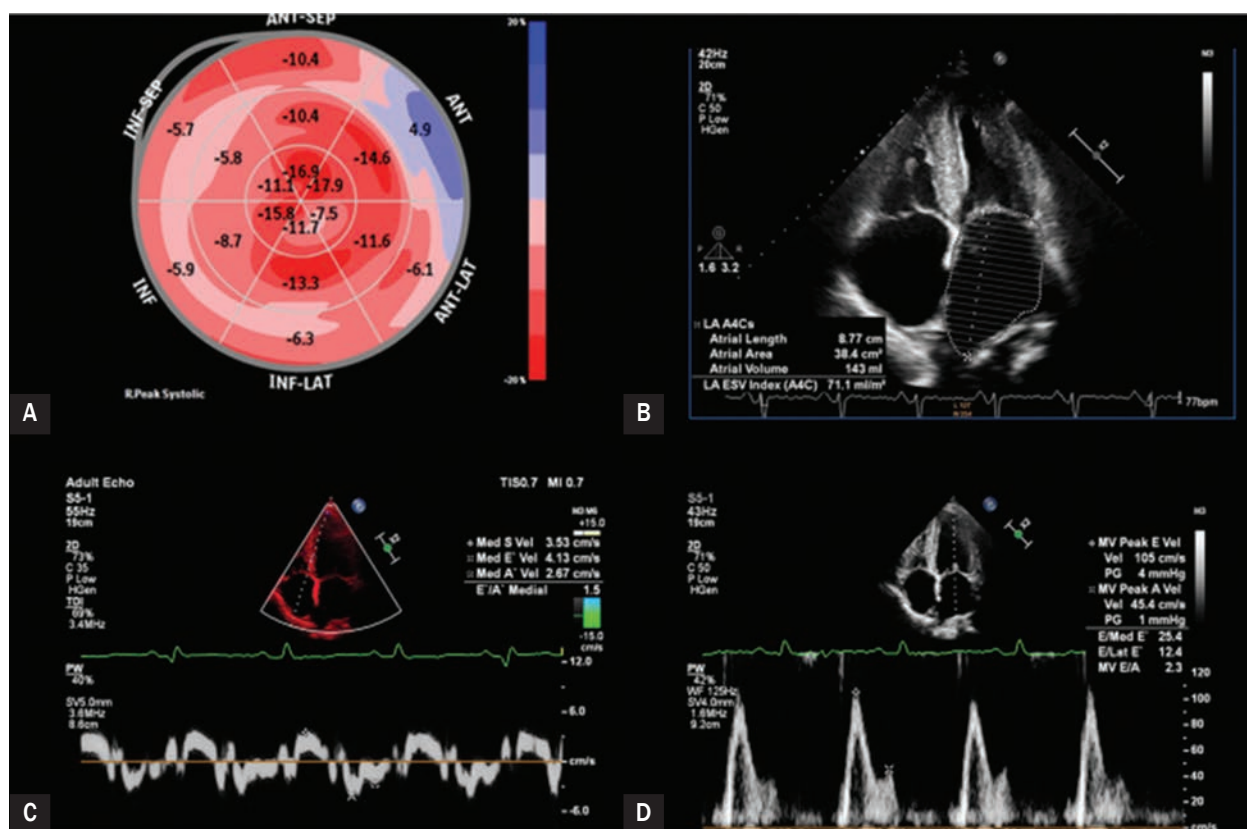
Echocardiographic features of cardiac amyloidosis; A. Speckle-tracking, visible preserved apical segmental strain and reduced basal segmental strain — apical sparing; B. Four-chamber apical view, visible classic features of cardiac amyloidosis — non-enlarged left ventricle, enlarged atria, thickening of left ventricular muscle, granular echostructure of muscle. C. Tissue Doppler echocardiography — slow early diastolic speed of septal part of mitral annulus; D. Flow through mitral valve recorded using pulsed-wave Doppler imaging — grade 3 left ventricular diastolic dysfunction
